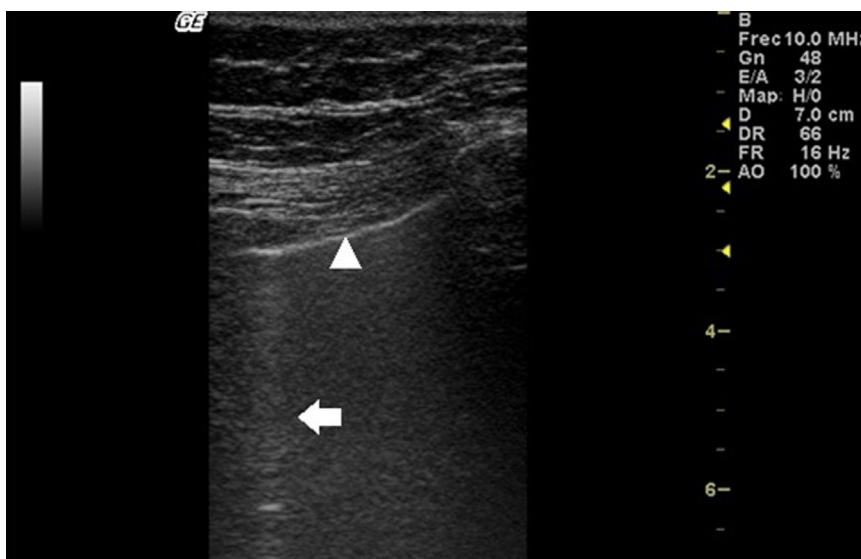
Ultrasonido pulmonar realizado a la misma paciente de la figura 2 con equipo GE Logiq 3, con transductor lineal multifrecuencia de 10-14 MHz, con la paciente en posición sentada y transductor en orientación longitudinal. La flecha señala una línea B. El triángulo señala la línea pleural, que se observa de aspecto irregular. Nótese la ausencia de líneas A.
